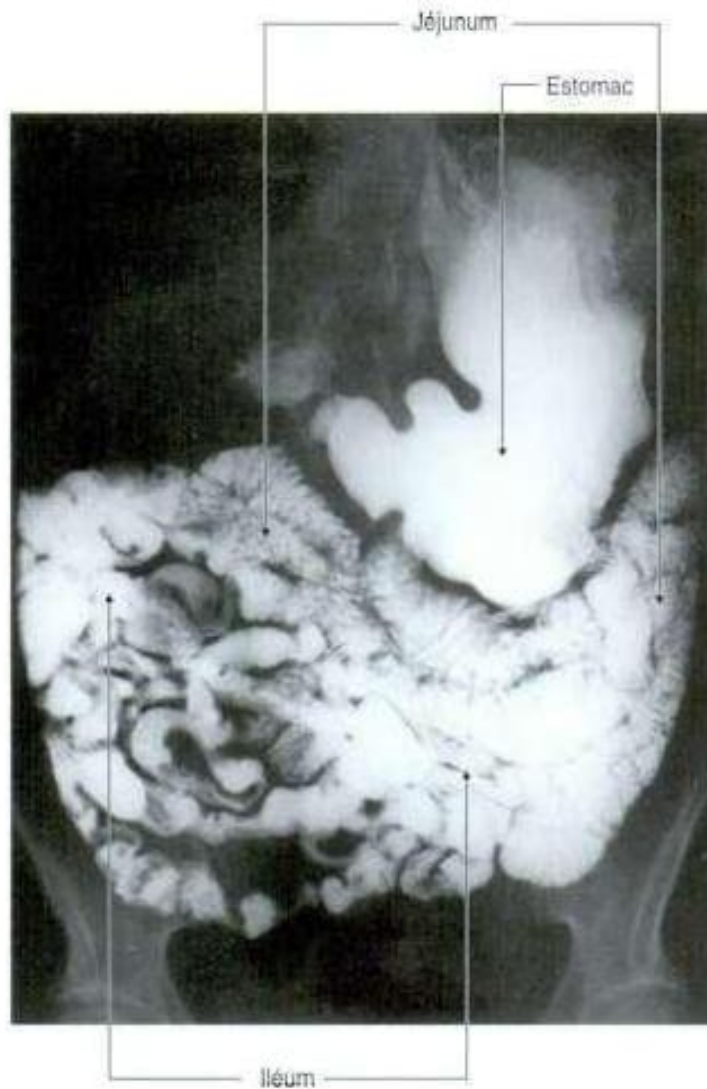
Radiographie au Barium montrant le jéjunum et l'iléon. (10)
